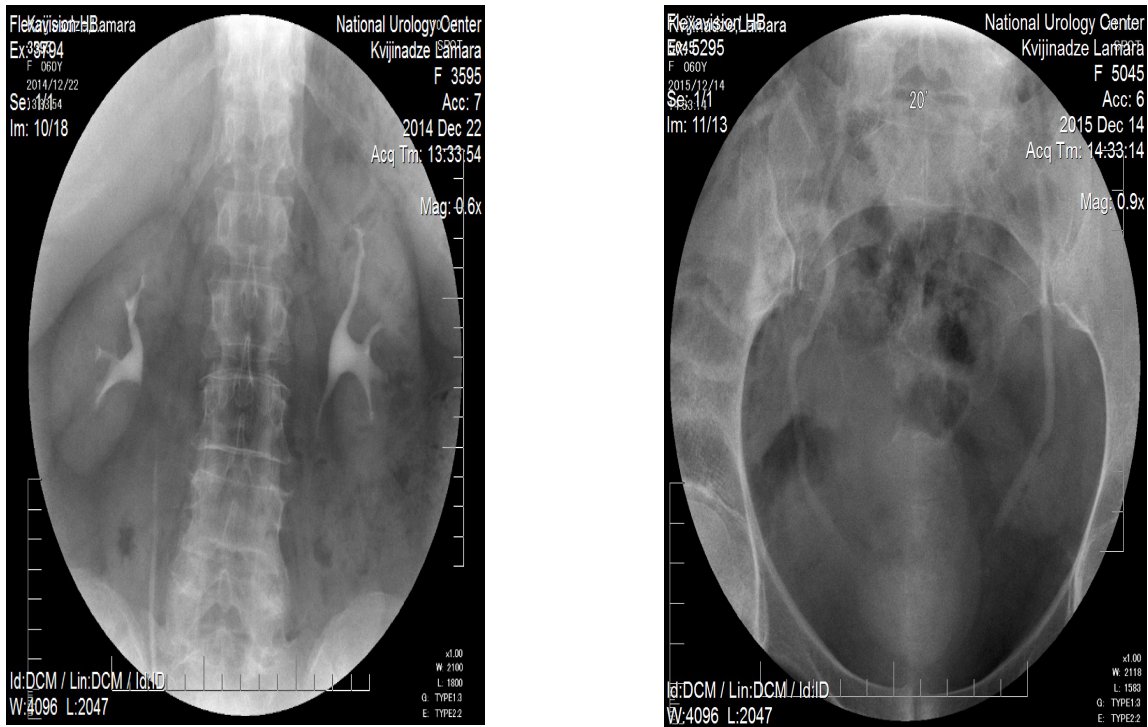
Рентгеновские снимки (экскреторная урография) спустя 5 лет после операции
